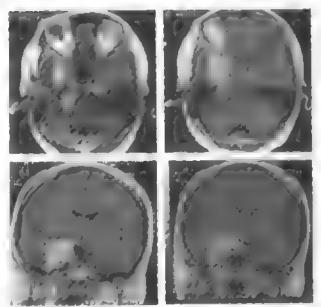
Менингнома эри и наино перва КТ с контратиом уси пением
